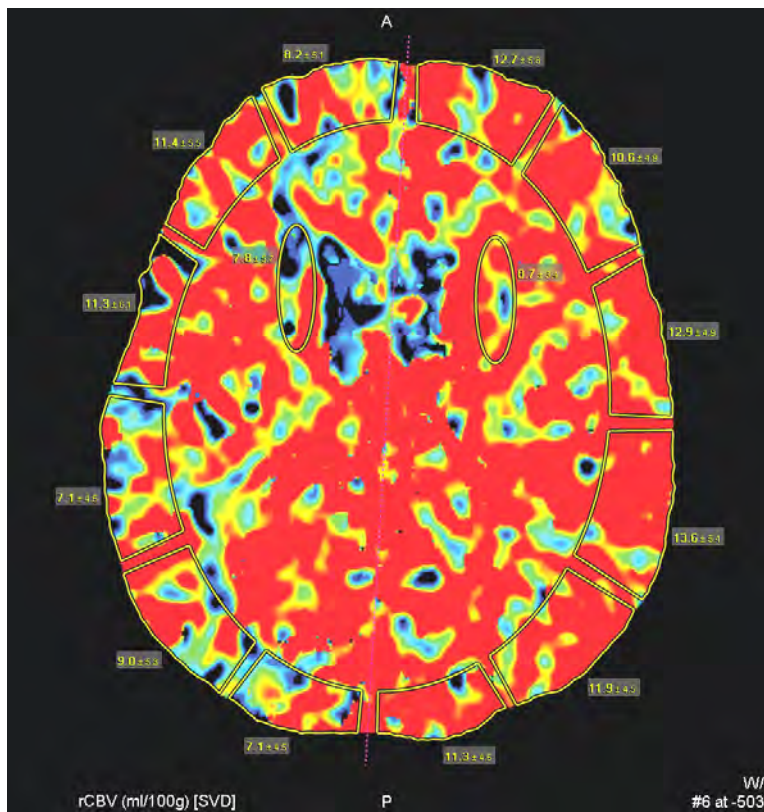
КТ-перфузиография головного мозга (CBV-карта):
